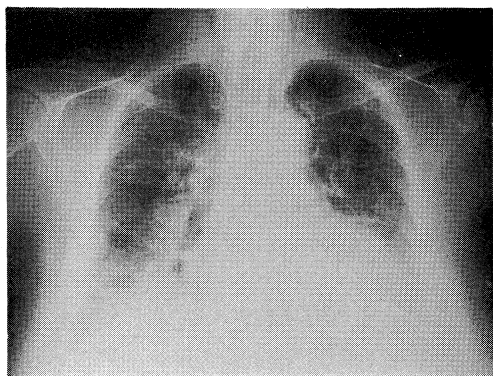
Chest X-ray film on third admission also shows mediastinal emphysema, and exacerbation of interstitial pneumonia.
